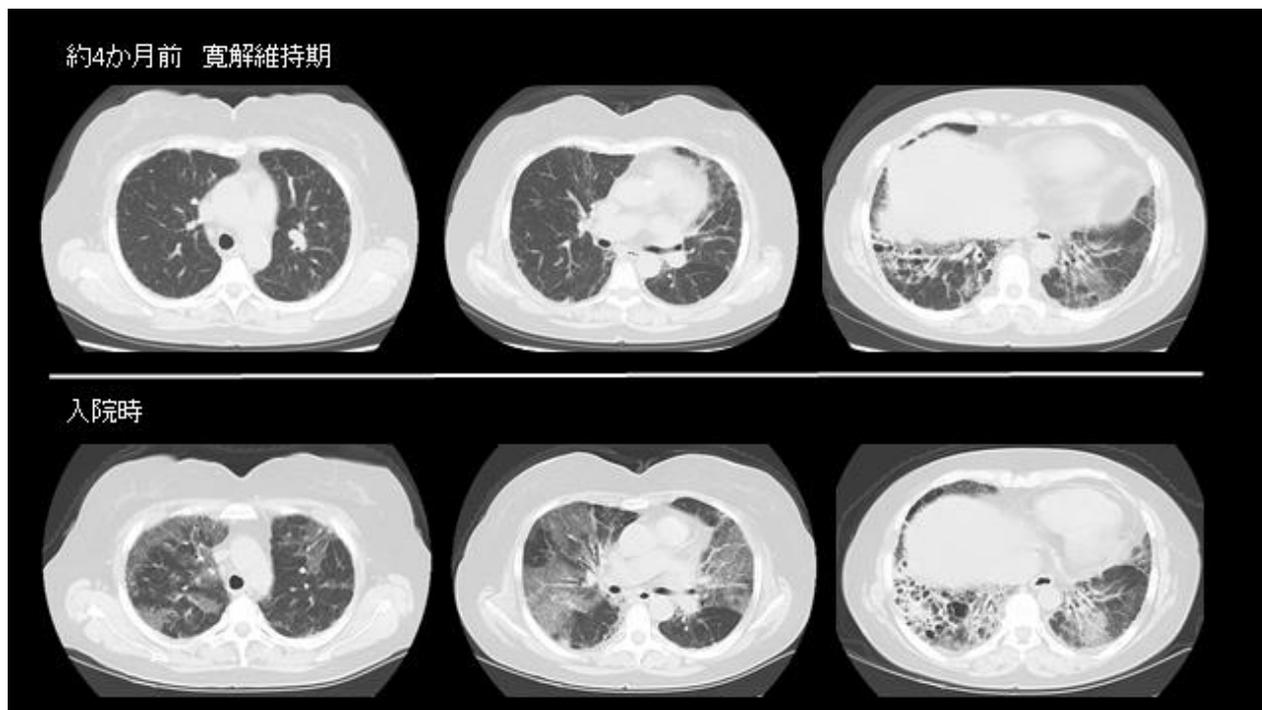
症例 1 寛解維持期と今回入院時の胸部 CT
